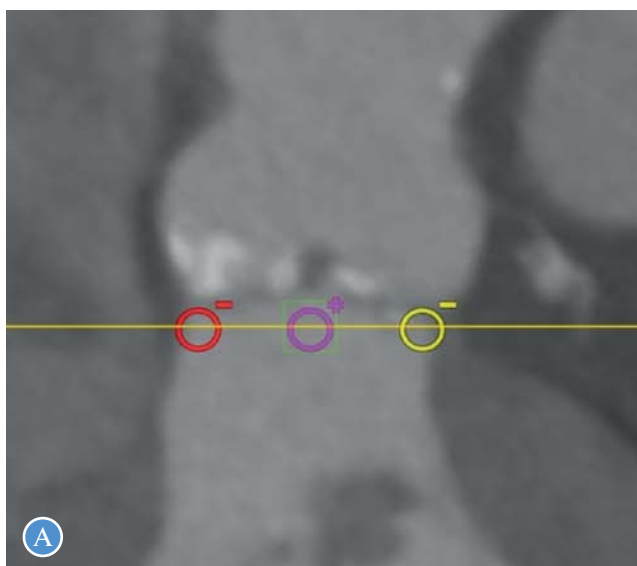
А — МСКТ-ангиография аортального клапана в проекции трех створок; Б — трехмерная реконструкция корня аортального клапана в проекции трех створок; красный маркер соответствует некоронарной створке, фиолетовый — правой коронарной створке, желтый — левой коронарной створке
